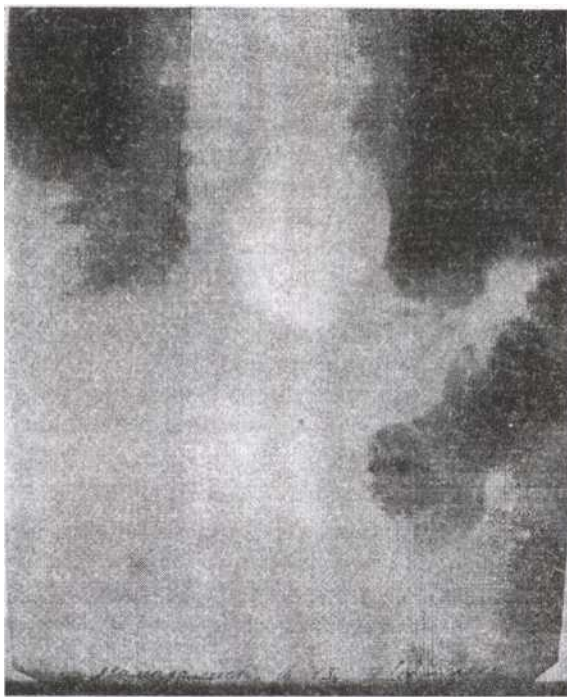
Рентгенография до операции ПОД
